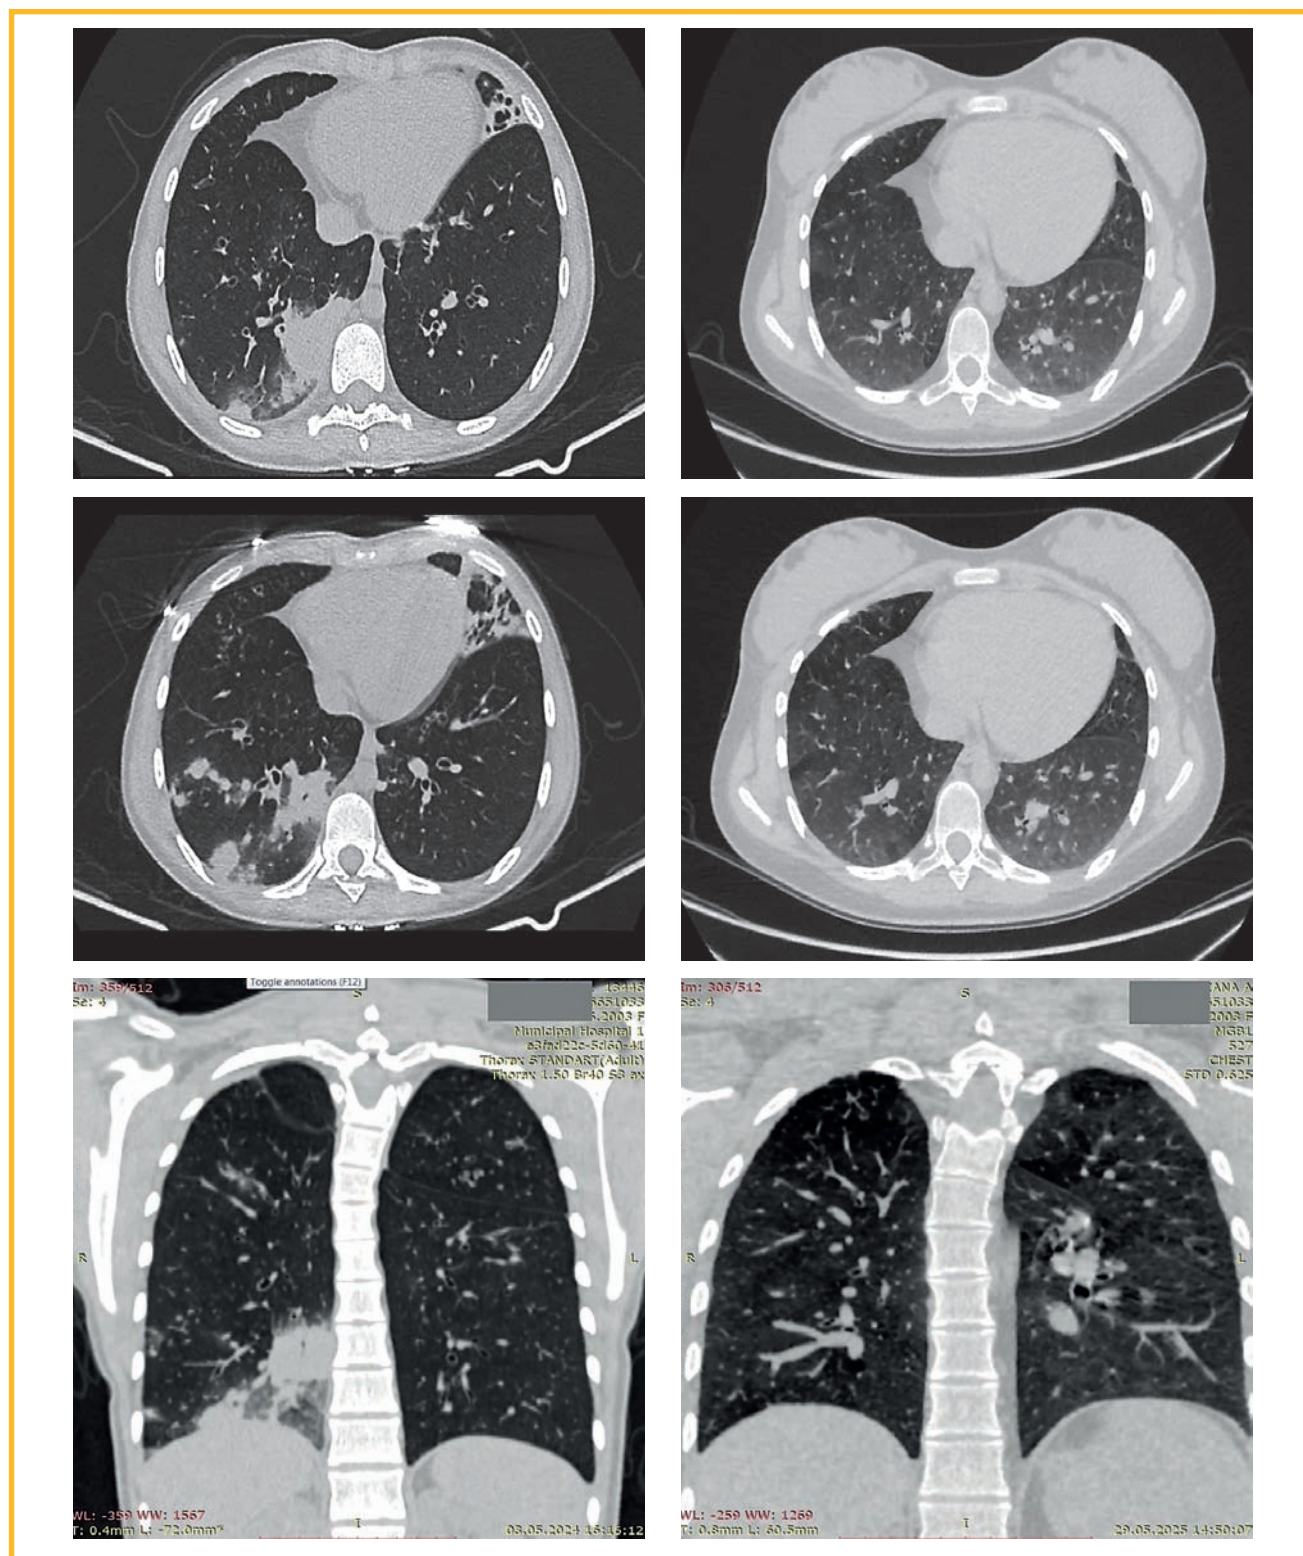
Фрагмент компьютерной томограммы органов грудной клетки в динамике: слева — до начала таргетной терапии в мае 2024 г., справа — после родоразрешения, на фоне таргетной терапии в мае 2025 г.
